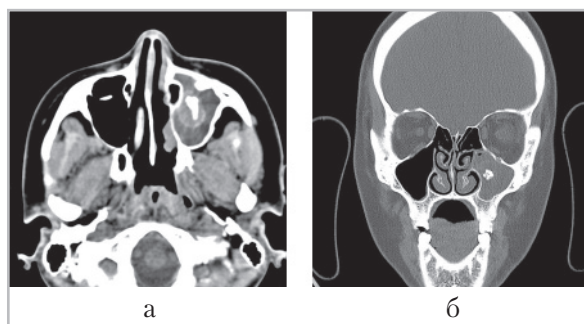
Компьютерные томограммы черепа больной К., 53 года (аксиальная (а), фронтальная (б) проекции): отмечается тотальное заполнение левой гайморовой пазухи неоднородным содержимым, с наличием множественных фрагментов пломбировочного материала, окруженного зоной повышенной плотности — мицелия гриба
